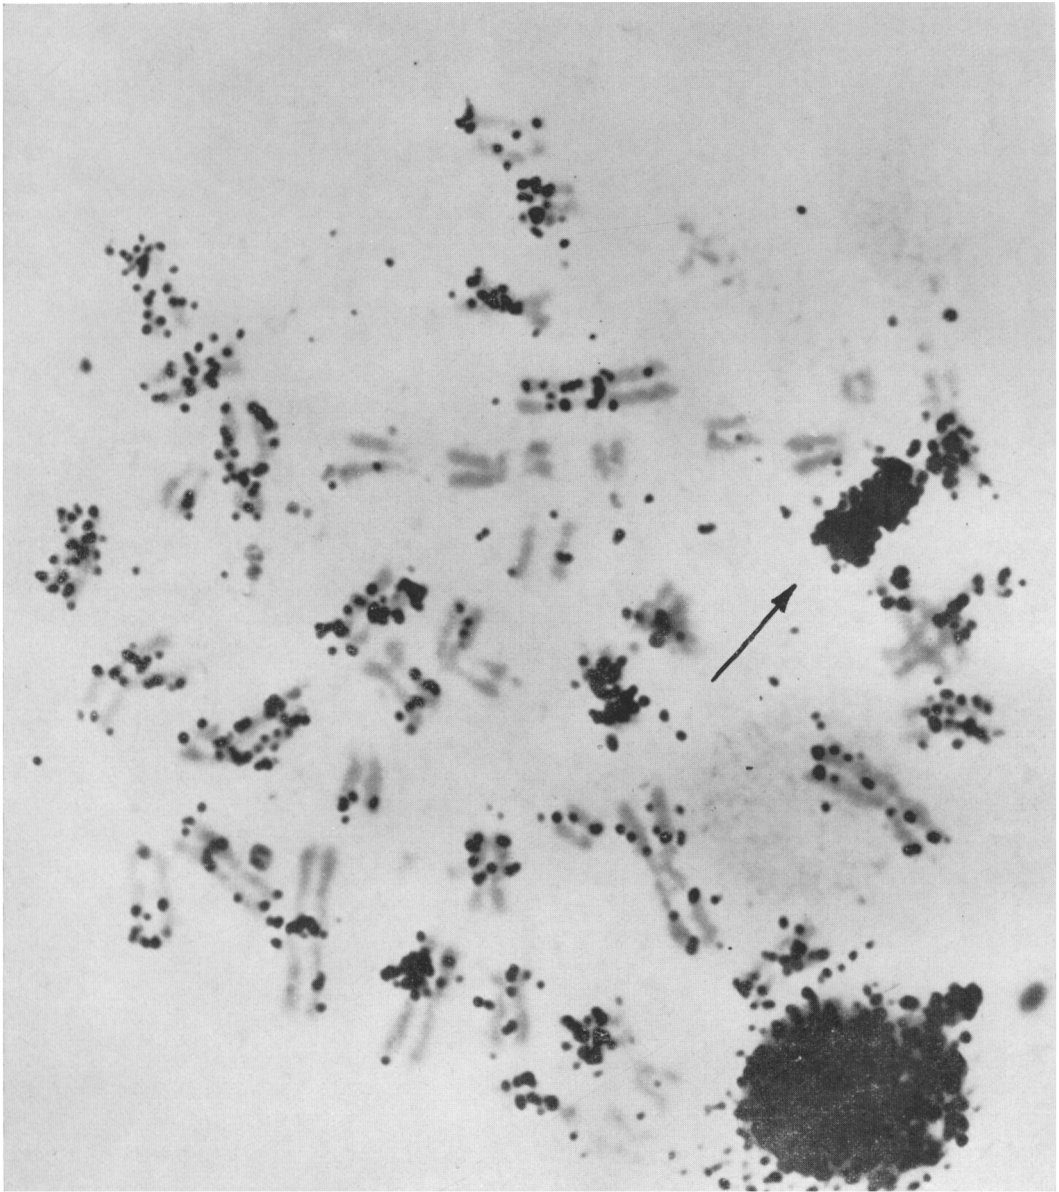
Caso N. 6. Autoradiografia: nella metafase si riconosce (freccia) un cromosoma « caldo », corrispondente ad uno dei grandi mediocentrici
